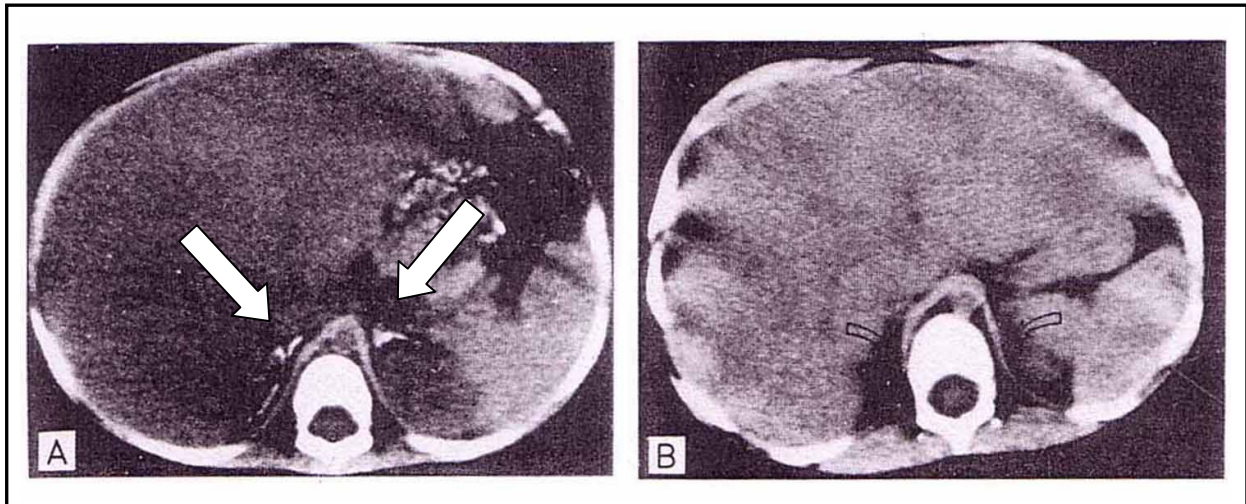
Computertomographie von Patienten mit Wolman Erkrankung und CESD. Bei dem Patienten mit Wolman Erkrankung (A) ist die Vergrößerung der Leber und die typische Verkalkung der Nebennieren zu erkennen (weiße Pfeile). Der Patient mit CESD (B) weist eine Lebervergrößerung auf, die Nebennieren sind nicht verkalkt.
